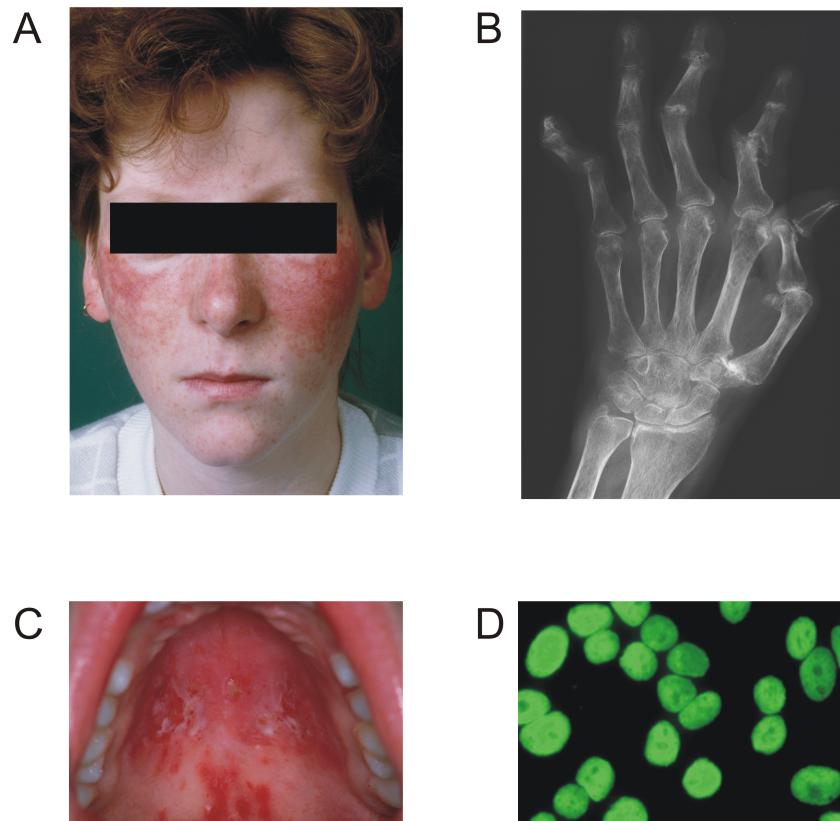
Krankheitsmerkmale des SLE. (A) Schmetterlingserythem, (B) Arthritis (Röntgenaufnahme einer Hand), (C) Orale Ulzera und (D) ANA (Antikörper aus dem Serum von Patienten mit SLE binden an Zellkerne und wurden mit einem fluoreszierenden Antikörper gegen humanes IgG sichtbar gemacht). Quellen: (A) und (C) (Kuhn et al. 2007) Aufnahmen wurden von der Hautklinik Münster freundlicherweise zur Verfügung gestellt, (B) Aufnahme wurden von PD Dr. Becker und der Radiologie der Universitätsklinik Münster freundlicherweise zur Verfügung gestellt, (D) eigene Aufnahmen Prof. Dr. Kuhn, Münster.
